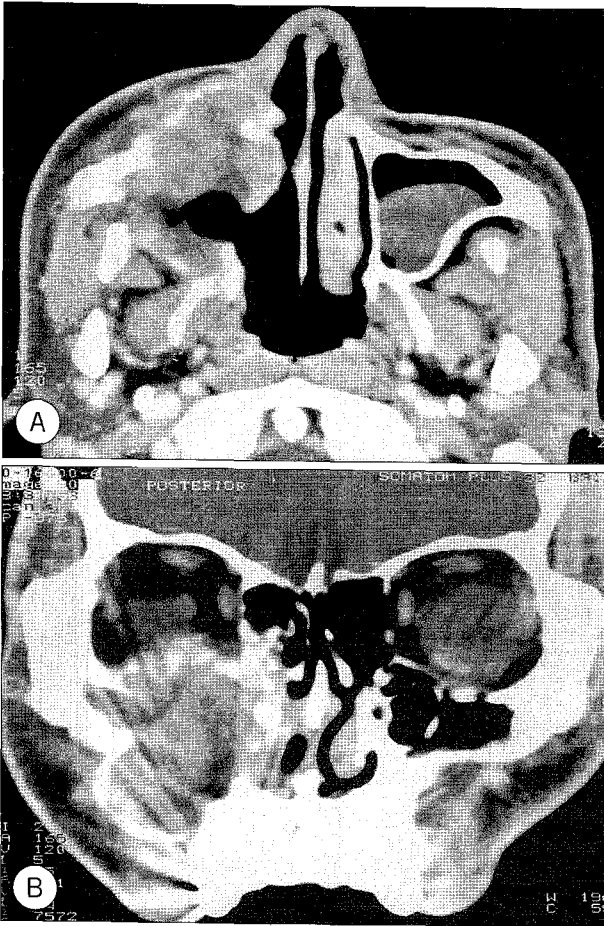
Preoperative CT scan shows heterogeneous huge mass in Rt. maxillary sinus with extension into anterior, medial, lateral wall of maxillary sinus(A) and Rt. inferior orbital wall(B).
